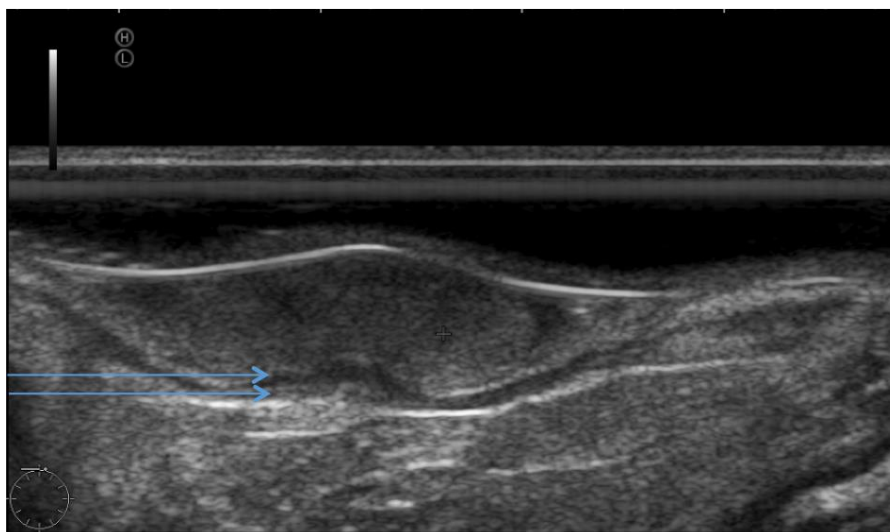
Ультрасонограмма ЭРУЗИ.
